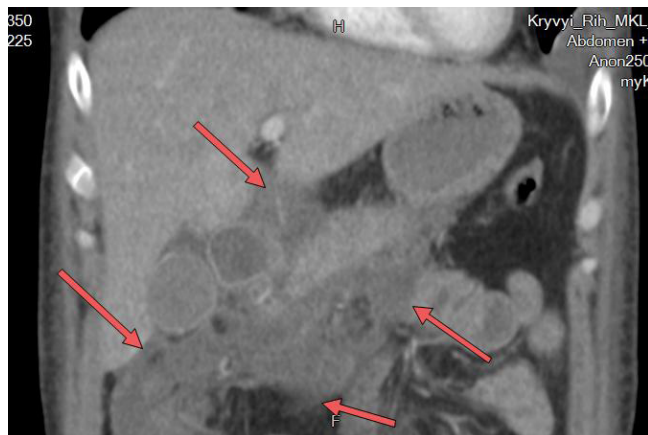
Пацієнт З., 39 років. На КП-КТ пацієнта наявні рідинні колектори без капсули навколо підшлункової залози
